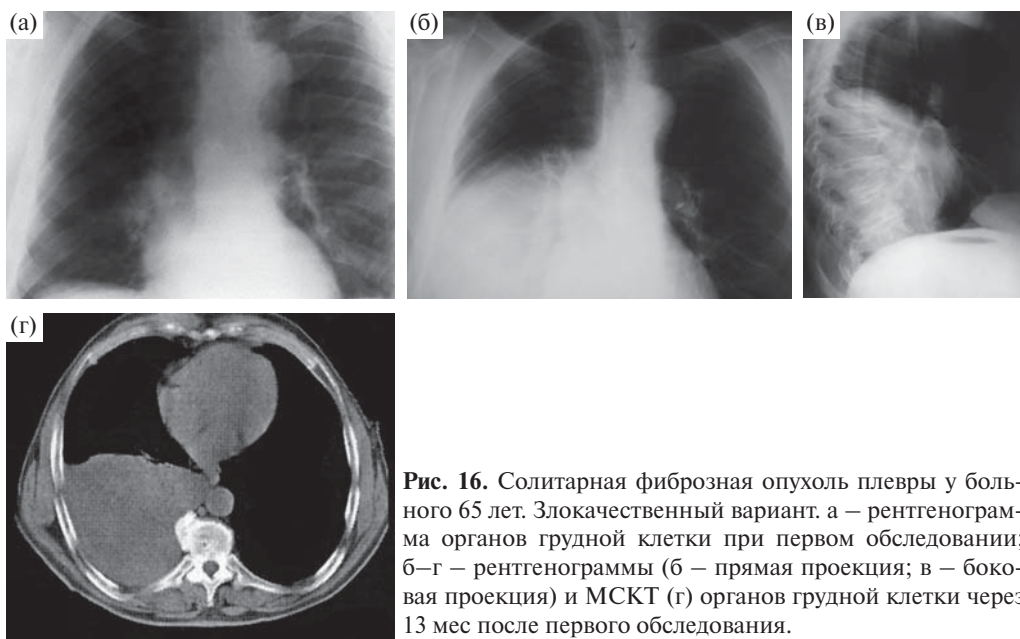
Солитарная фиброзная опухоль плевры у больного 65 лет. Злокачественный вариант. а – рентгенограмма органов грудной клетки при первом обследовании; б–г – рентгенограммы (б – прямая проекция; в – боковая проекция) и МСКТ (г) органов грудной клетки через 13 мес после первого обследования.
